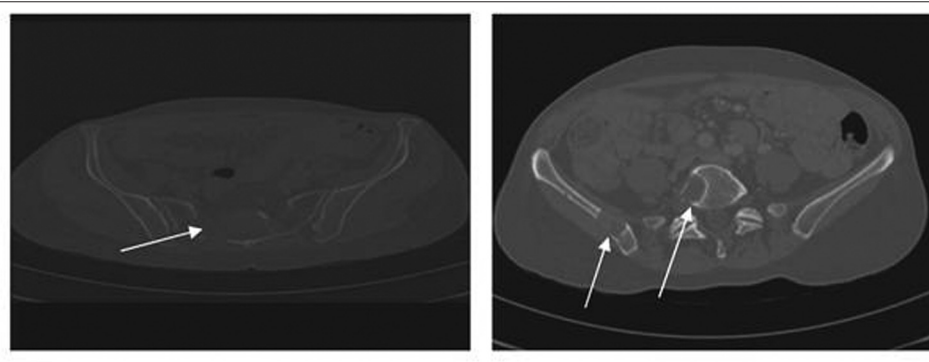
Клинический случай 1. КТ-грамма за июнь 2007 г. После 4 циклов сунитиниба 50 мг/сут по схеме 4/2 наблюдаются уменьшение опухоли в размерах и кальцификация периферической опухолевой ткани
